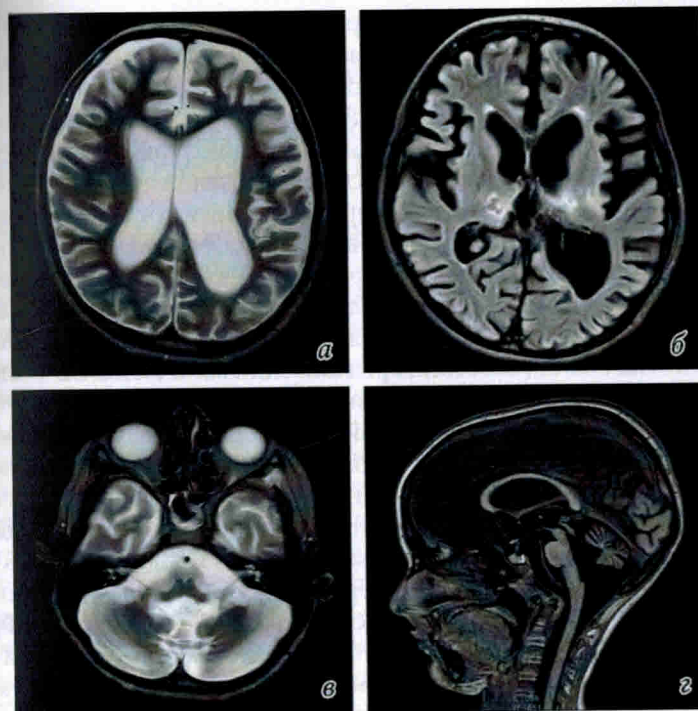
Пациент У., возраст 8 лет, диагноз: реконвалесцент клещевого энцефалита; клинически сохраняется тетрапарез. МРТ ГМ через 1 год после терапии: *а, в* – T2-ВИ; *б* – T2-FLAIR; *г* – T1-ВИ. Кистозно-глиозные участки в таламусах. Смешанная неокклюзионная гидроцефалия заместительного характера. Визуализируется выраженная субатрофия всех отделов мозга, в том числе ствола и мозжечка
